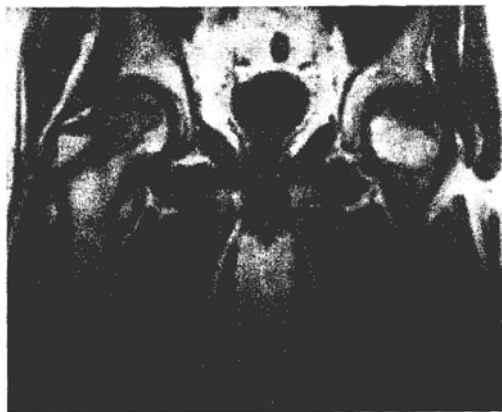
Postoperatives MRT nach Markraumdekompression (aus Schneider, 2000)
